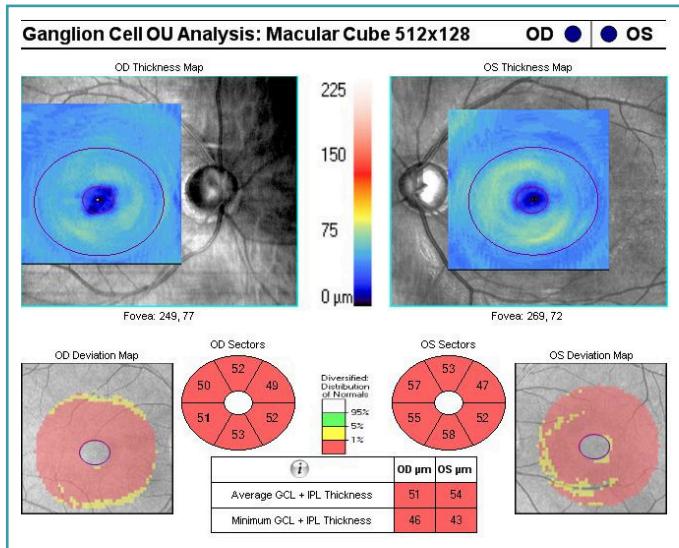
Tomografía de coherencia óptica 9 meses tras exposición. Atrofia de capa de células ganglionares - plexiforme interna en ambos ojos.
